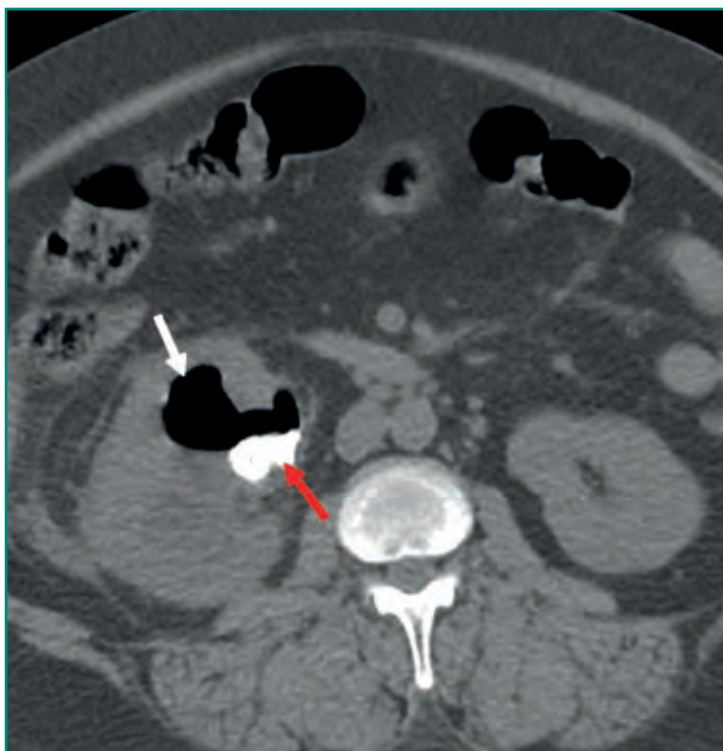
TC abdominal sin contraste en la que se identifica un absceso renal con gas (flecha blanca) y una litiasis de gran tamaño (flecha roja) en relación con una pielonefritis enfisematosa tipo II.
